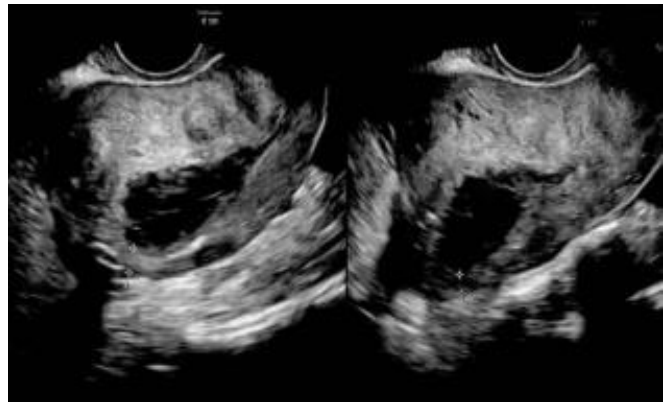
Transvaginal ultrasonographic finding of the uterus after 1 week of operation (longitudinal section). The ruptured posterior wall is thinner.
